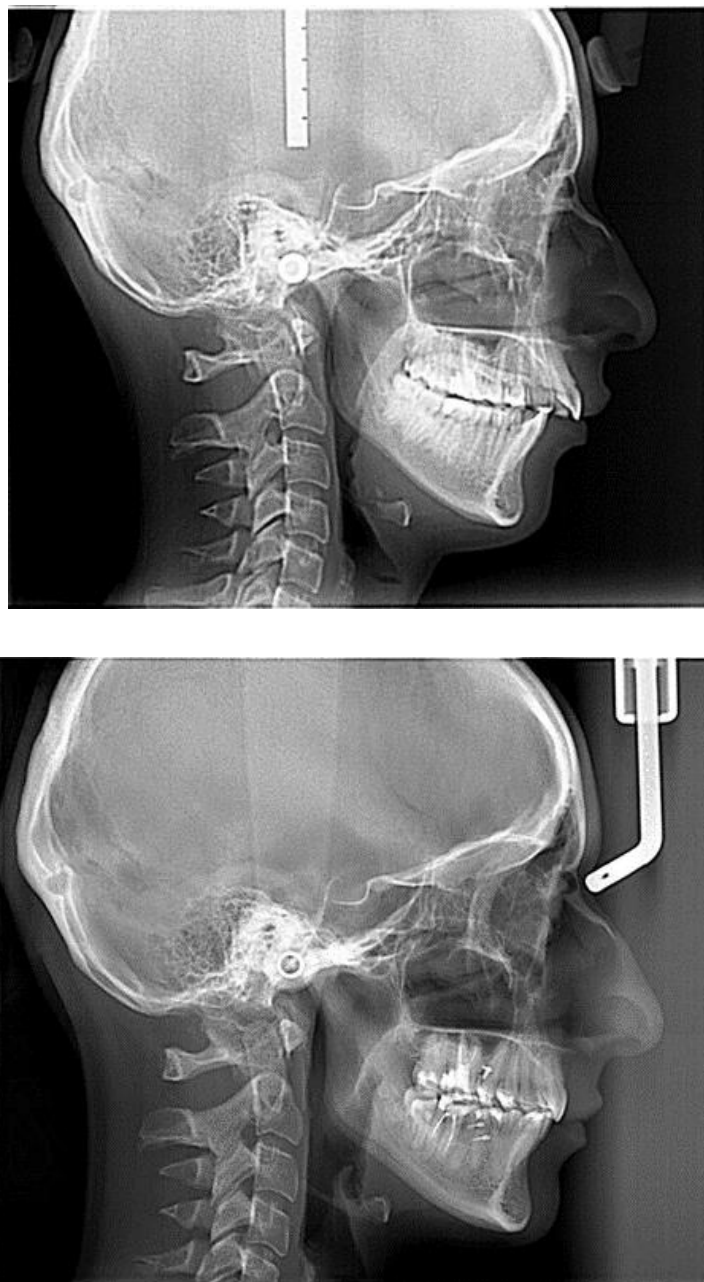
Телерентгенография до и после лечения
